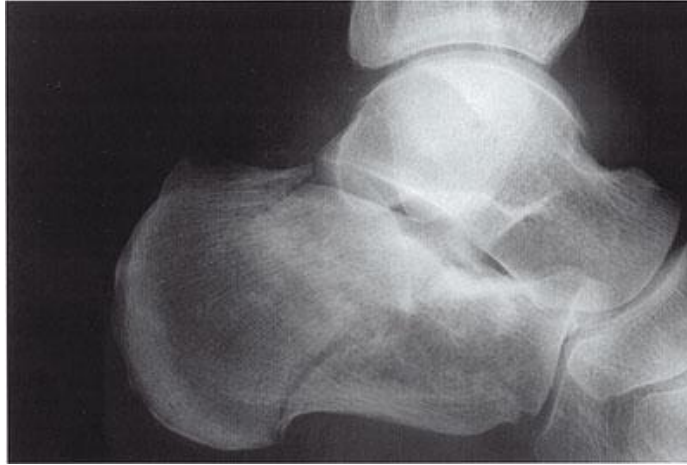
Radiographie de profil latéral d'une fracture mixte avec son double contour thalamique caractéristique. [56]
